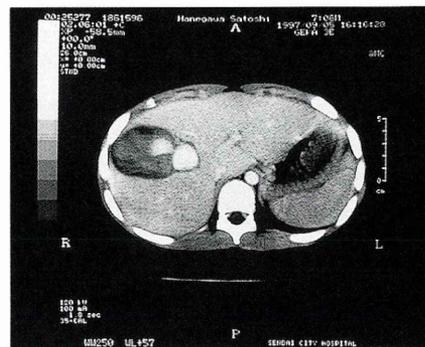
16 病日 CT 動脈瘤と造影剤の漏出。
